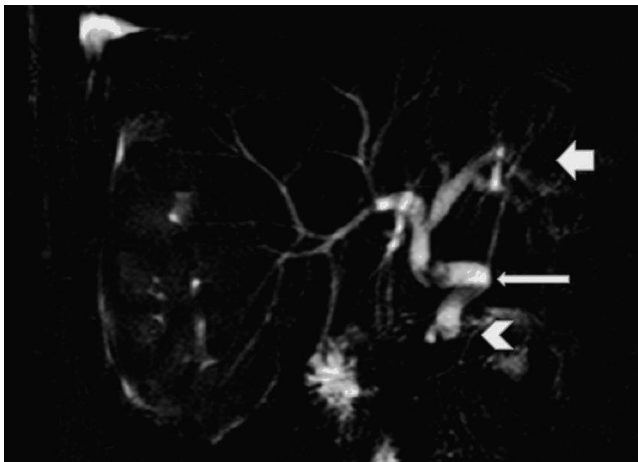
Imagen en el plano coronal oblicuo de una secuencia *single shot* colangio-RM MRCP TR 8000, TE 800, en la que se ve una discreta dilatación vía biliar intrahepática (flecha gruesa) y una dilatación del colédoco hasta la papila (flecha larga), donde se aprecia una estenosis (cabeza de flecha).
